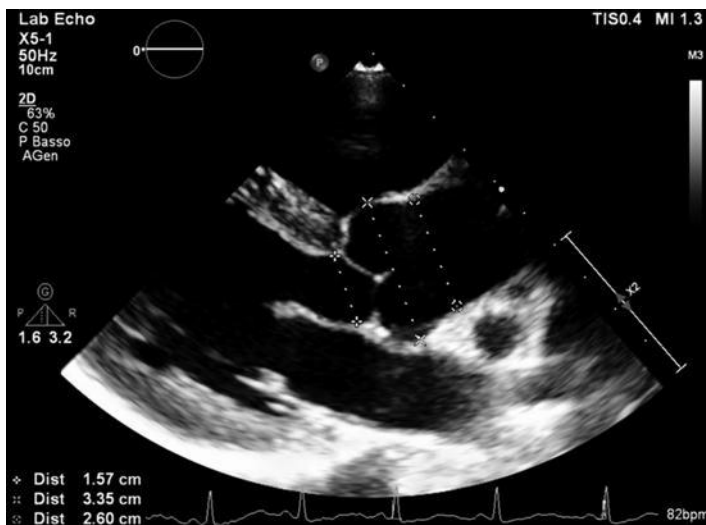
Echocardiogram: aortic size
